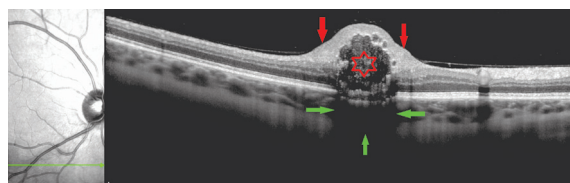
Оптическая когерентная томография — горизонтальный срез через зону максимальной проминенции астроцитомы сетчатки. Звёздочка — полость в центральной части очага; красные стрелки — утолщение внутренних слоёв сетчатки по краям очага; зелёные стрелки — зона частичного экранирования подлежащих структур
